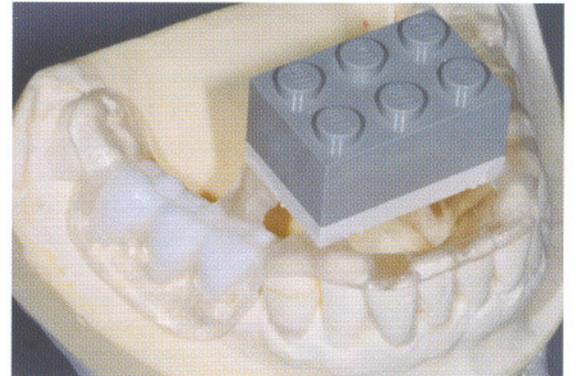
Anschließend wird auf der Basis dieses Set-ups eine röntgenopake Übertragungsschiene für das CT hergestellt.
